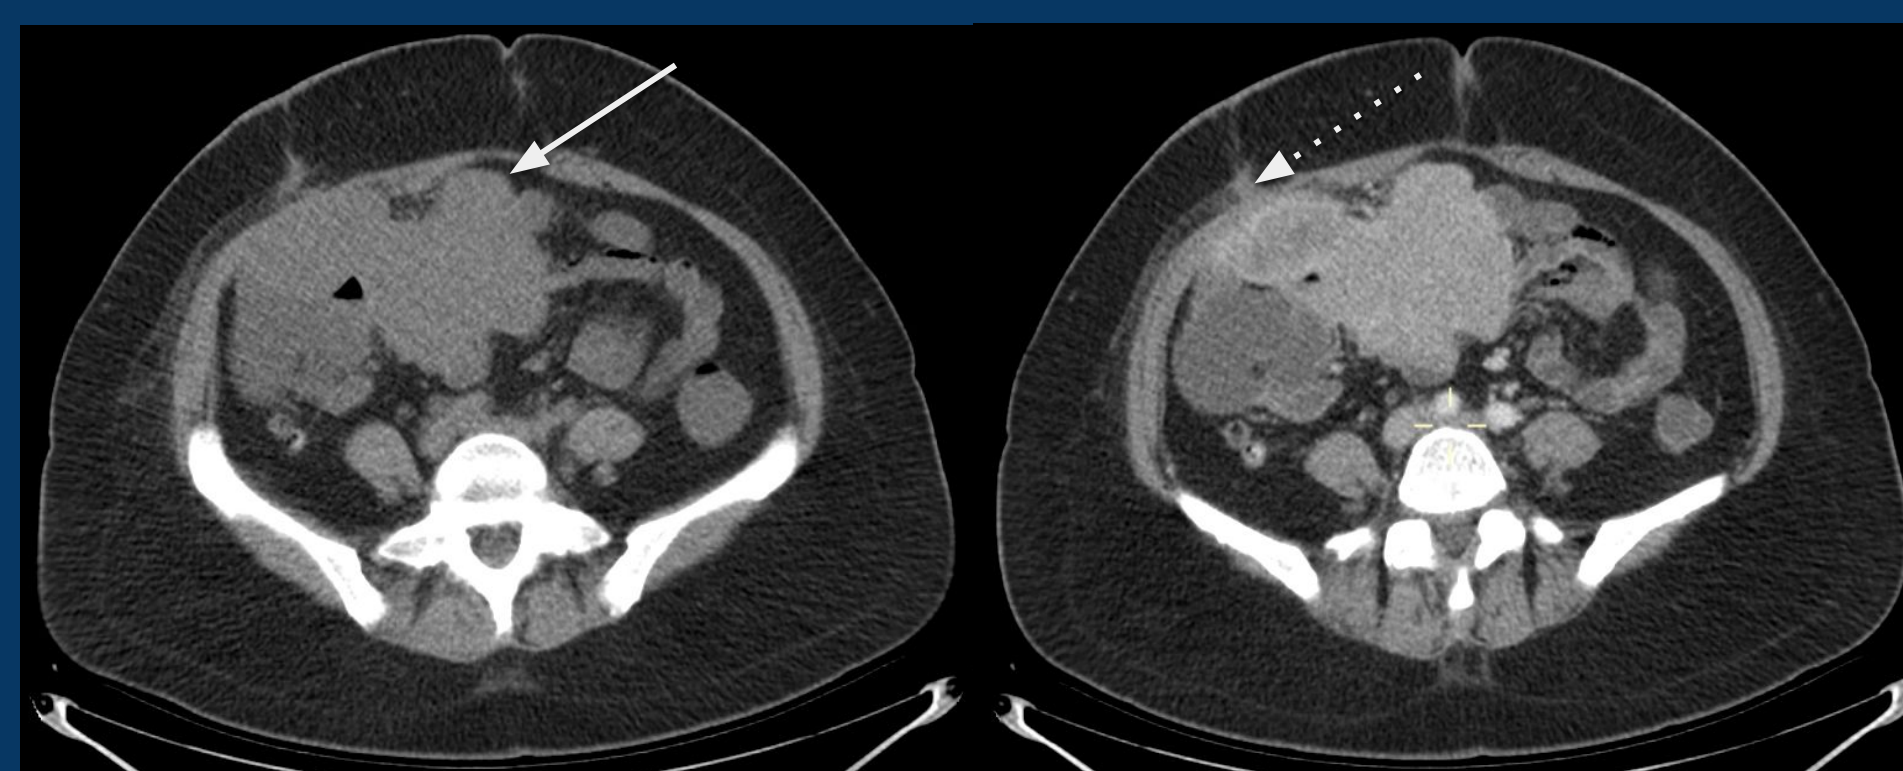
TC S/ C (A) y C/C (B). Se observa una voluminosa masa (flecha) que presenta realce en fases con contraste dependiente de las asas delgadas, se observa invasión del sistema cutáneo-tegumentario (flecha con línea punteada).
